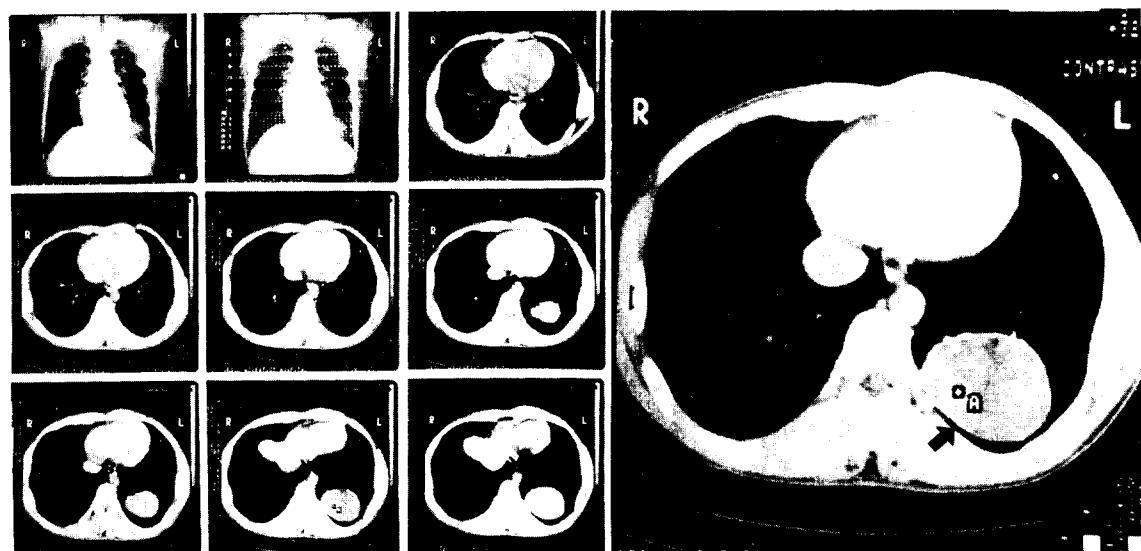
Chest CT shows a cystic mass on posterior basal segment of left lower lobe.
